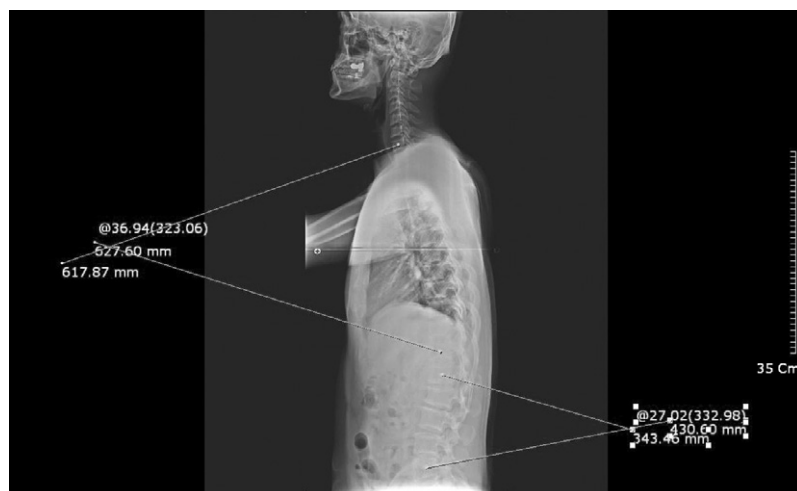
Whole spine X-ray(lateral) of Case 1. (after treatment)
